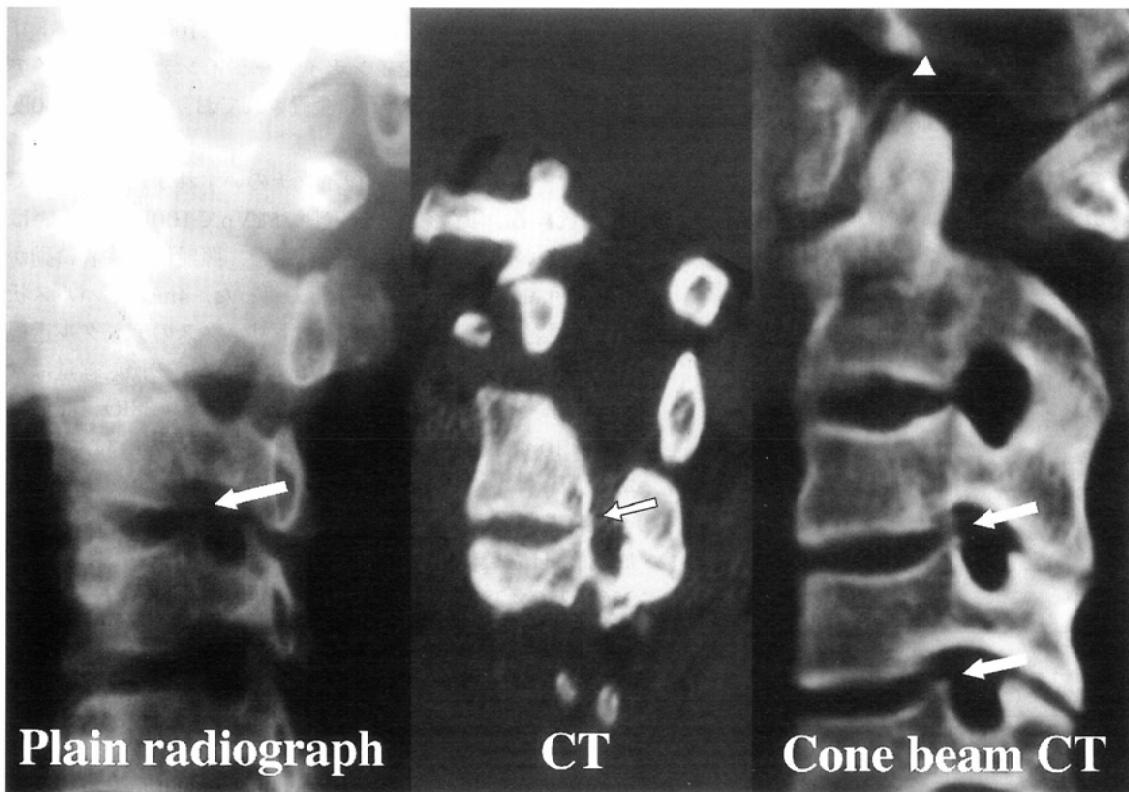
Case1. Minimal degenerative osteophytic changes (arrows) were best visualized on the cone beam CT. Note the beautiful visualization of osteophytes (arrowhead) at the atlanto-axial joint.
